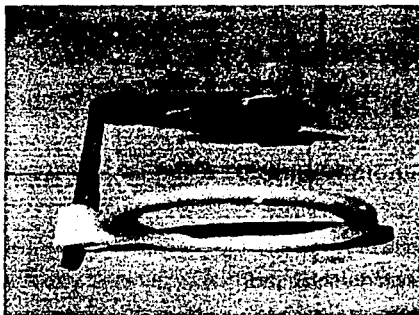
Aditamento con la radiografía
